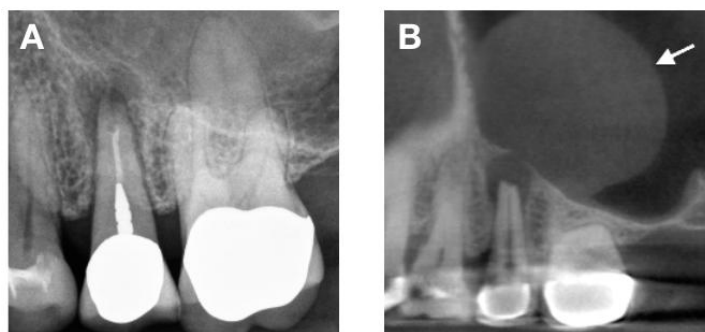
Radiografia periapical da região posterior da maxila esquerda
